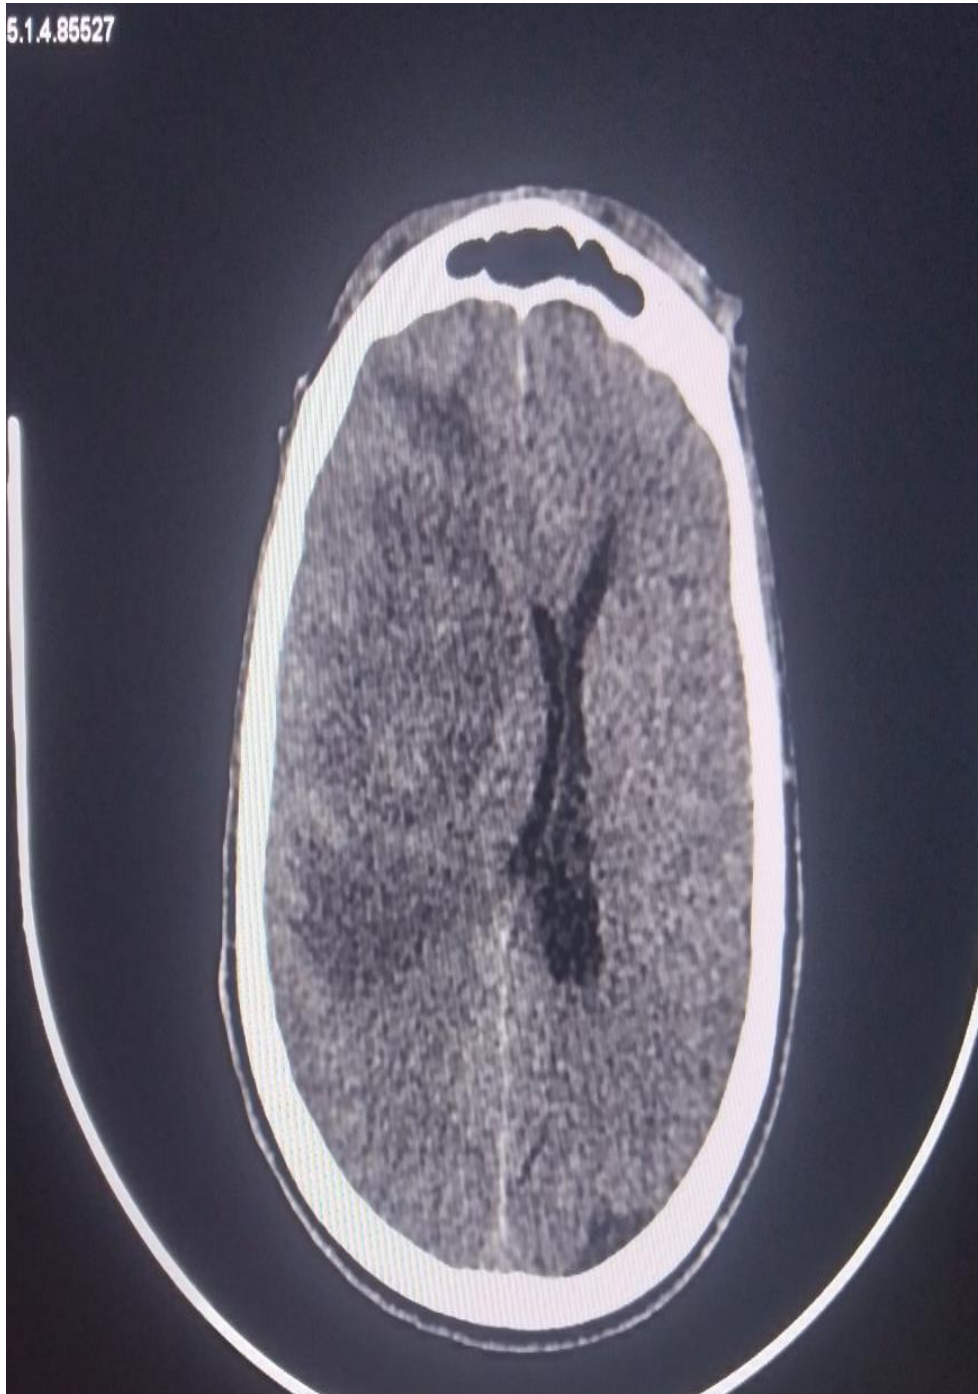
TDM cérébrale de monsieur DM, 52Nans
